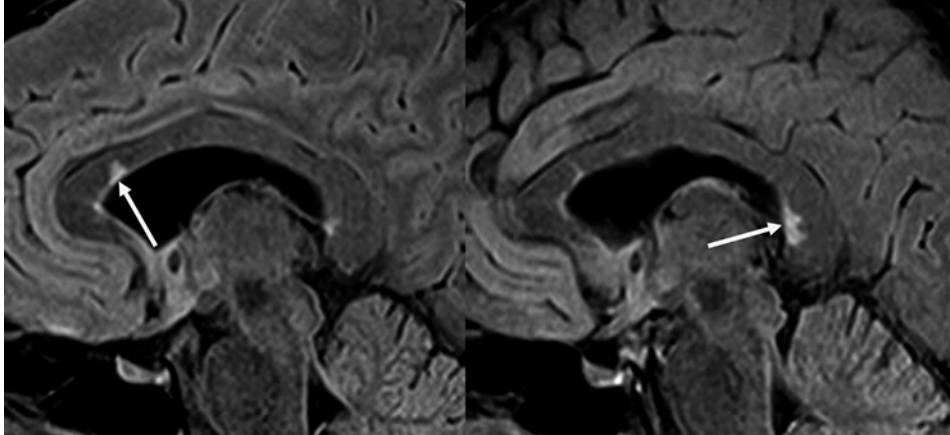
Imágenes sagitales T2-FLAIR obtenidas en un paciente con esclerosis múltiple. Obsérvese la típica localización de las lesiones desmielinizantes en el margen inferior del cuerpo calloso.
